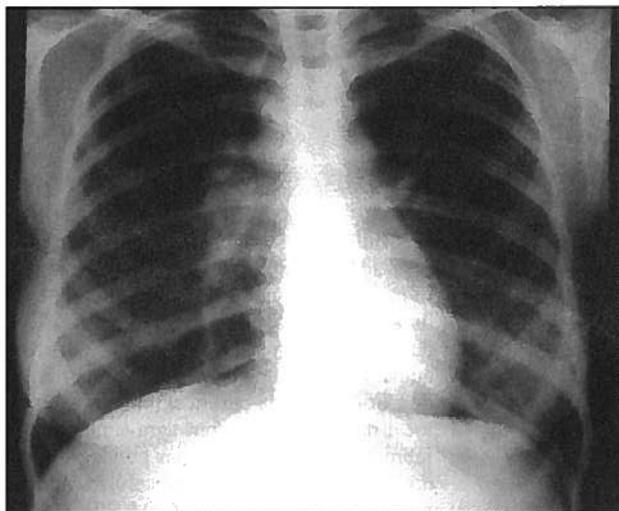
Radiografia do tórax aos 16 anos de idade. Adenomegalias mediastínicas bilaterais.
